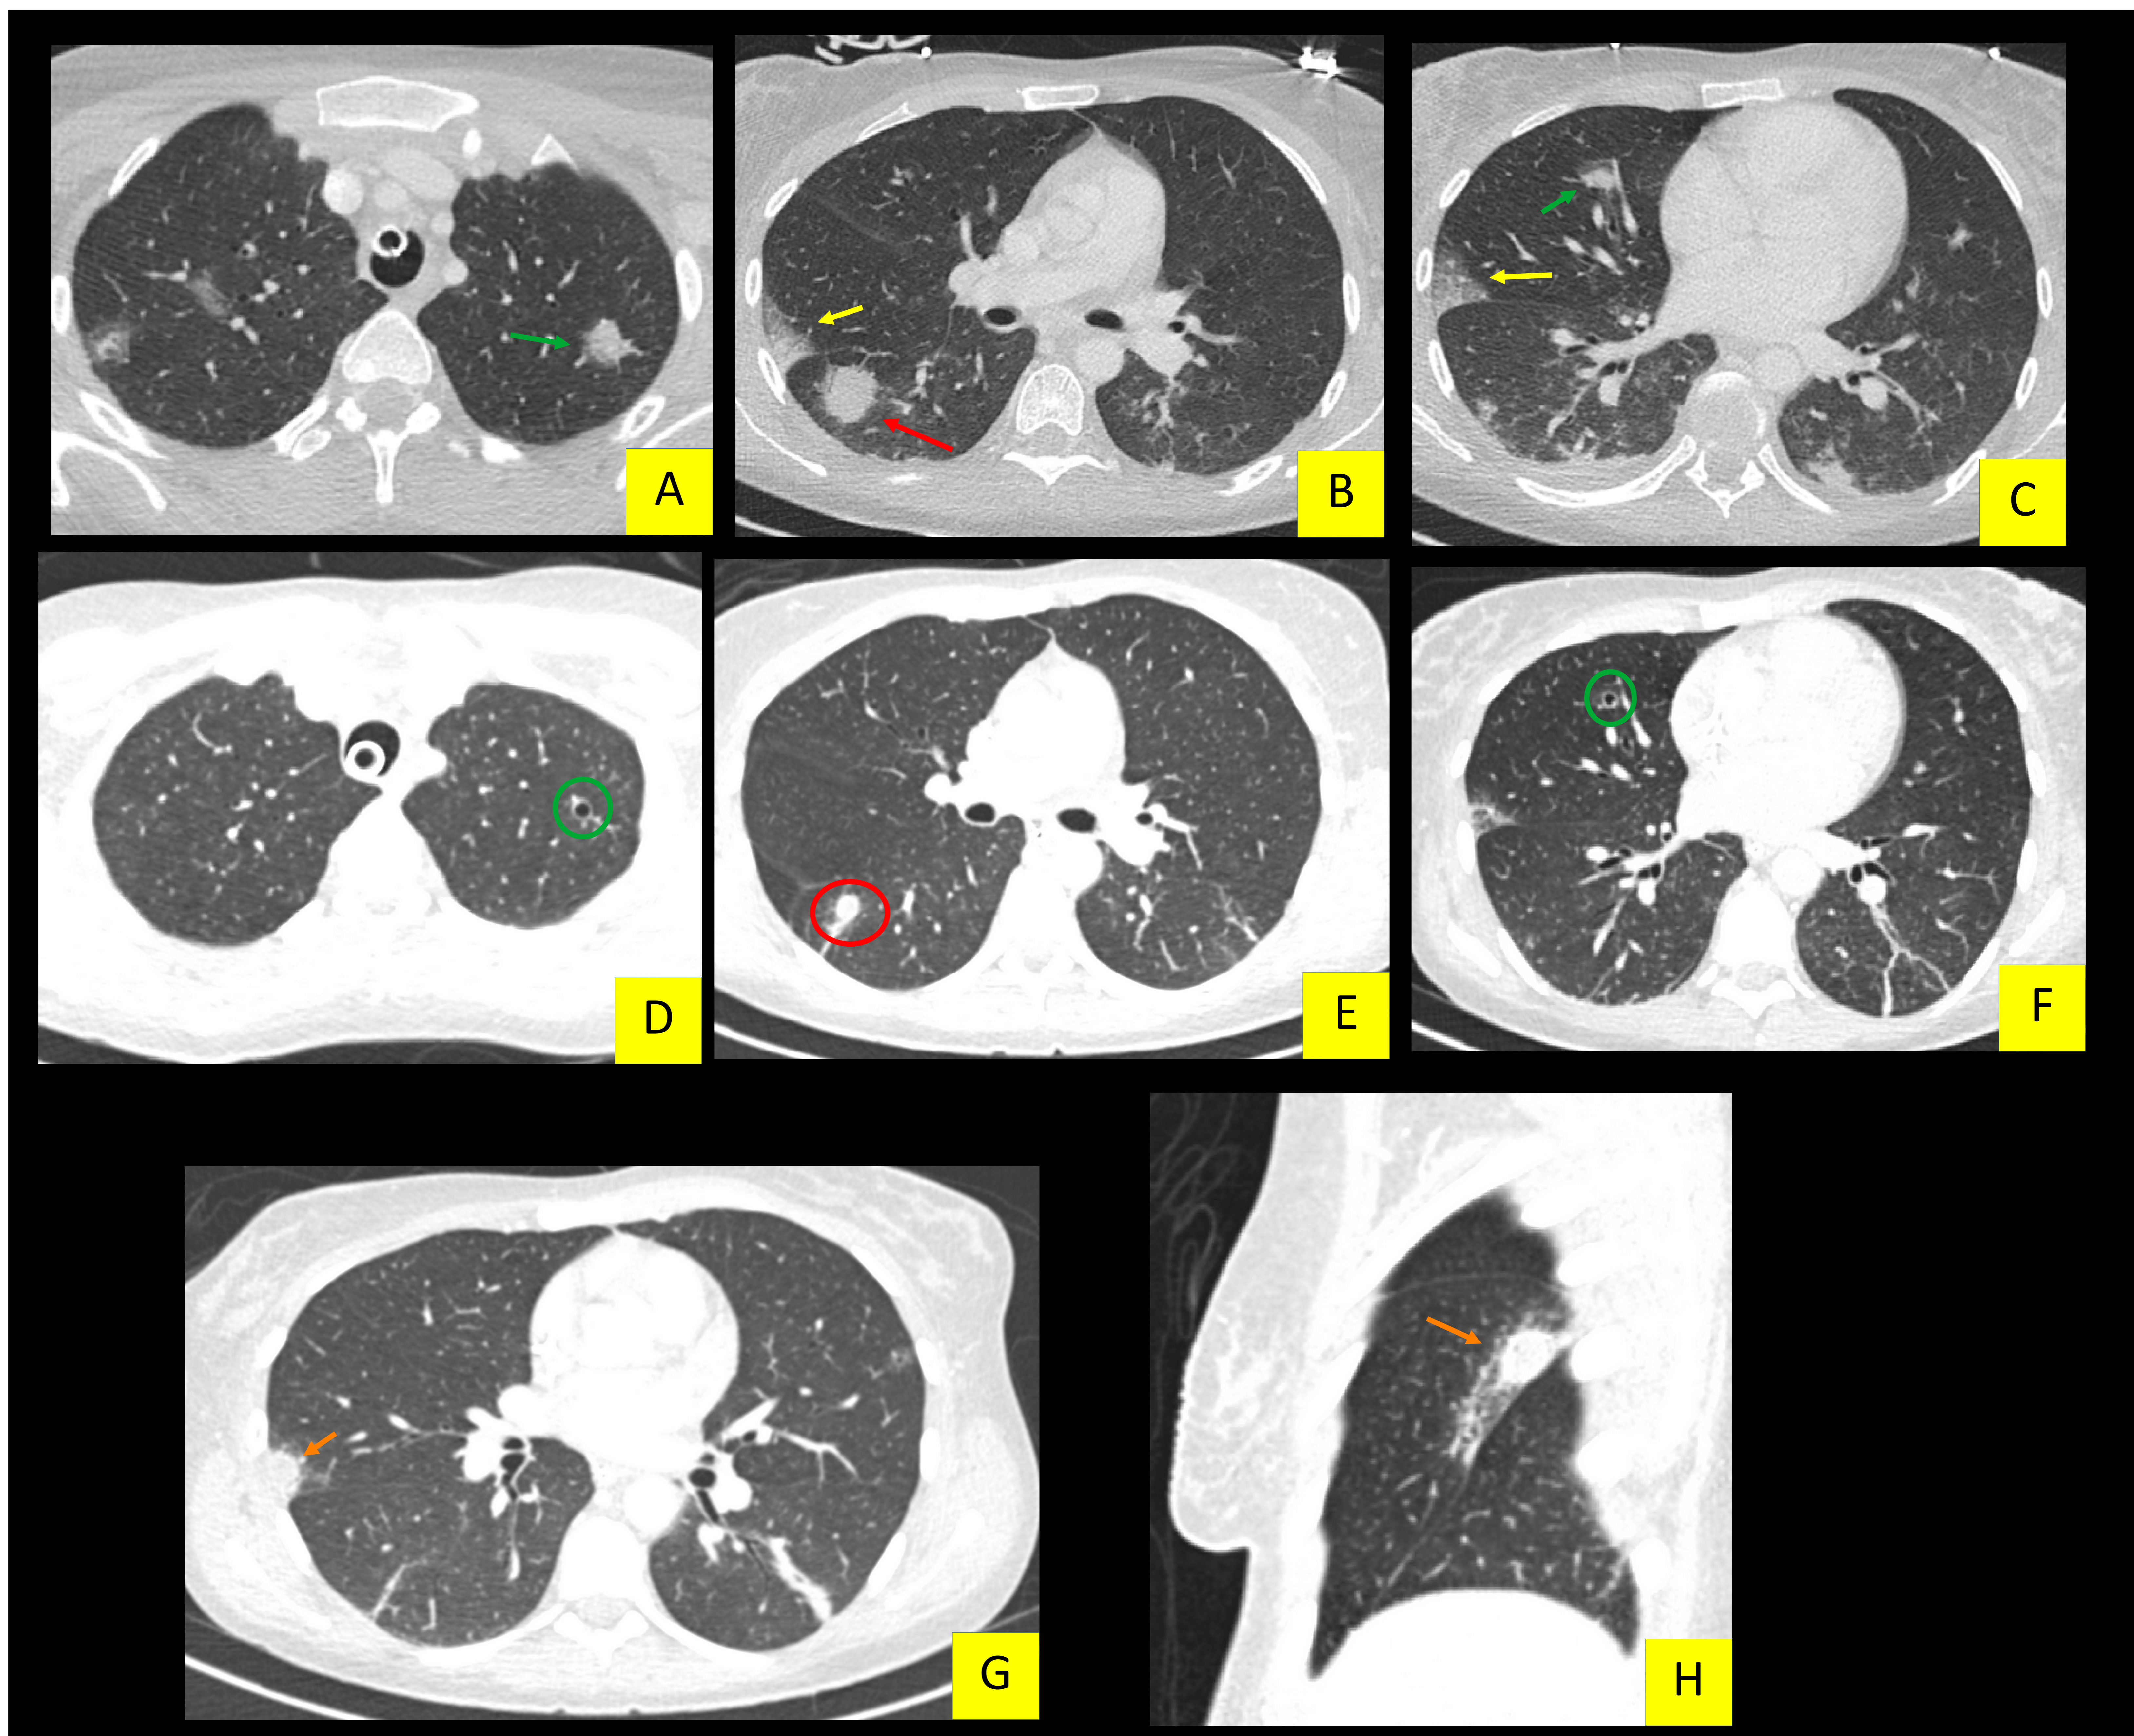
TC torácico en paciente con neutropenia por metamizol, con probable candidiasis. Cortes de TC A, B y C realizados una semana previa a los D, E, F, G y H. Presenta nódulo pulmonar con signo del halo en el segmento apical del LID (flecha roja en B), que evolucionó con disminución de su tamaño (círculo rojo en E). Lesiones nodulares (flecha verde en A y C) evolucionaron hacia la cavitación (círculo verde en D y F). Observa que la imagen en vidrio deslustrado en LM (flecha amarilla en B y C), evolucionó con formación de nódulo con signo del halo (flecha naranja en G y H).
